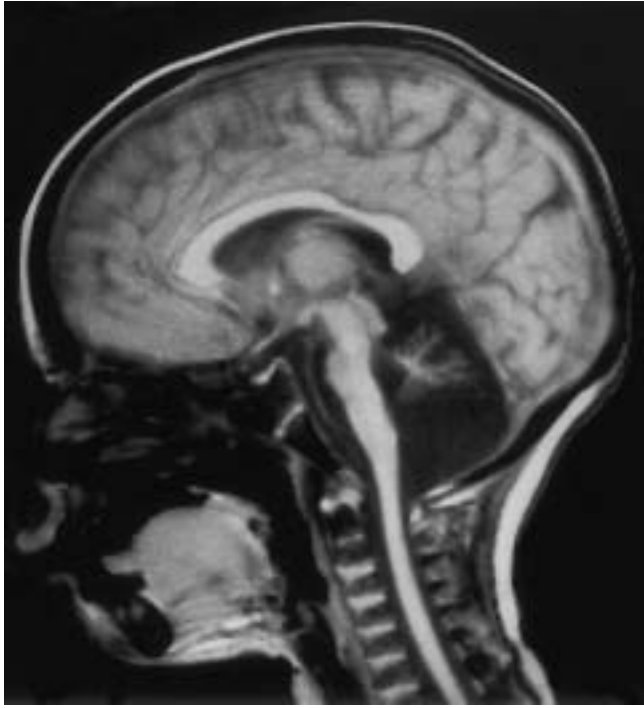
IRM cérébrale en séquence pondérée T1. Coupe sagittale permettant de visualiser l'hypoplasie olivo-ponto-cérébelleuse à prédominance vermiennne.
